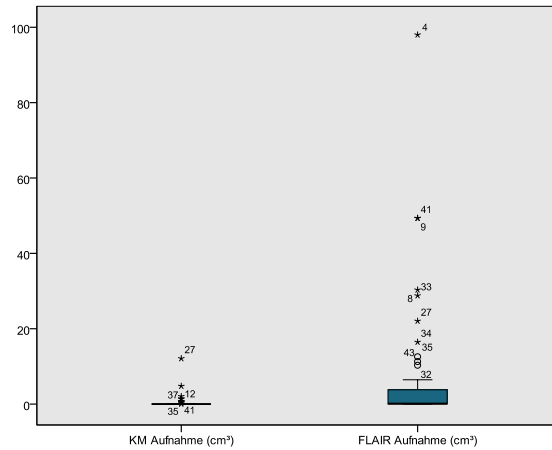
Testung  $t_1$ : Tumorumfänge in KM und FLAIR Sequenz
